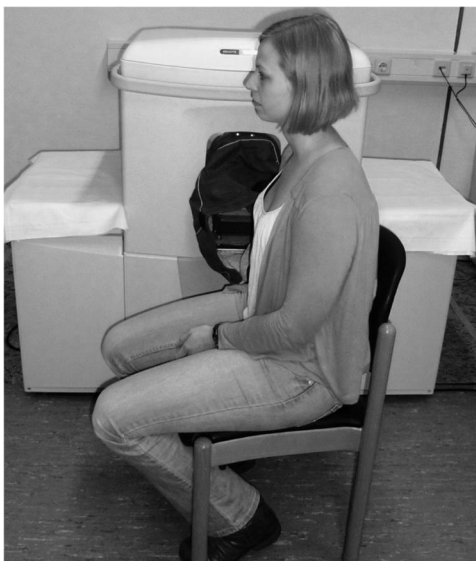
Patientenlagerung für NF-MRT-Messungen
